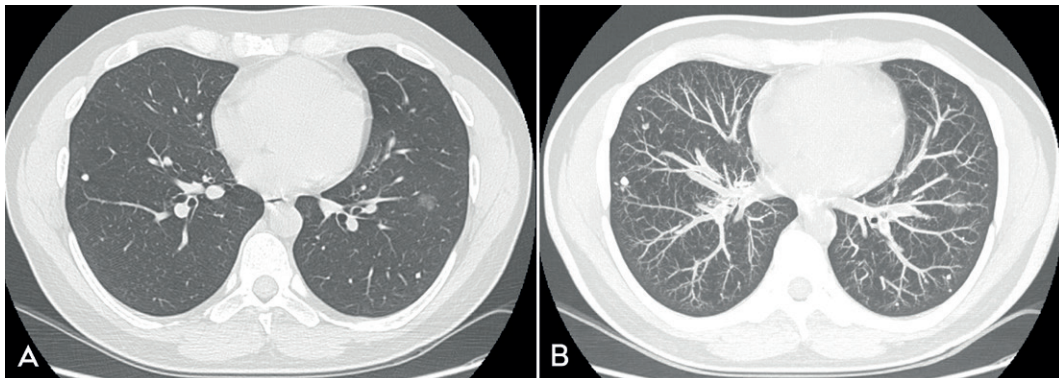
TC do tórax com janela para parênquima pulmonar, em (A) corte com espessura de 1 mm e em (B) a reconstrução MIP que permite mais fácil detecção e visualização de pequenos nódulos esparsos pelos pulmões.
